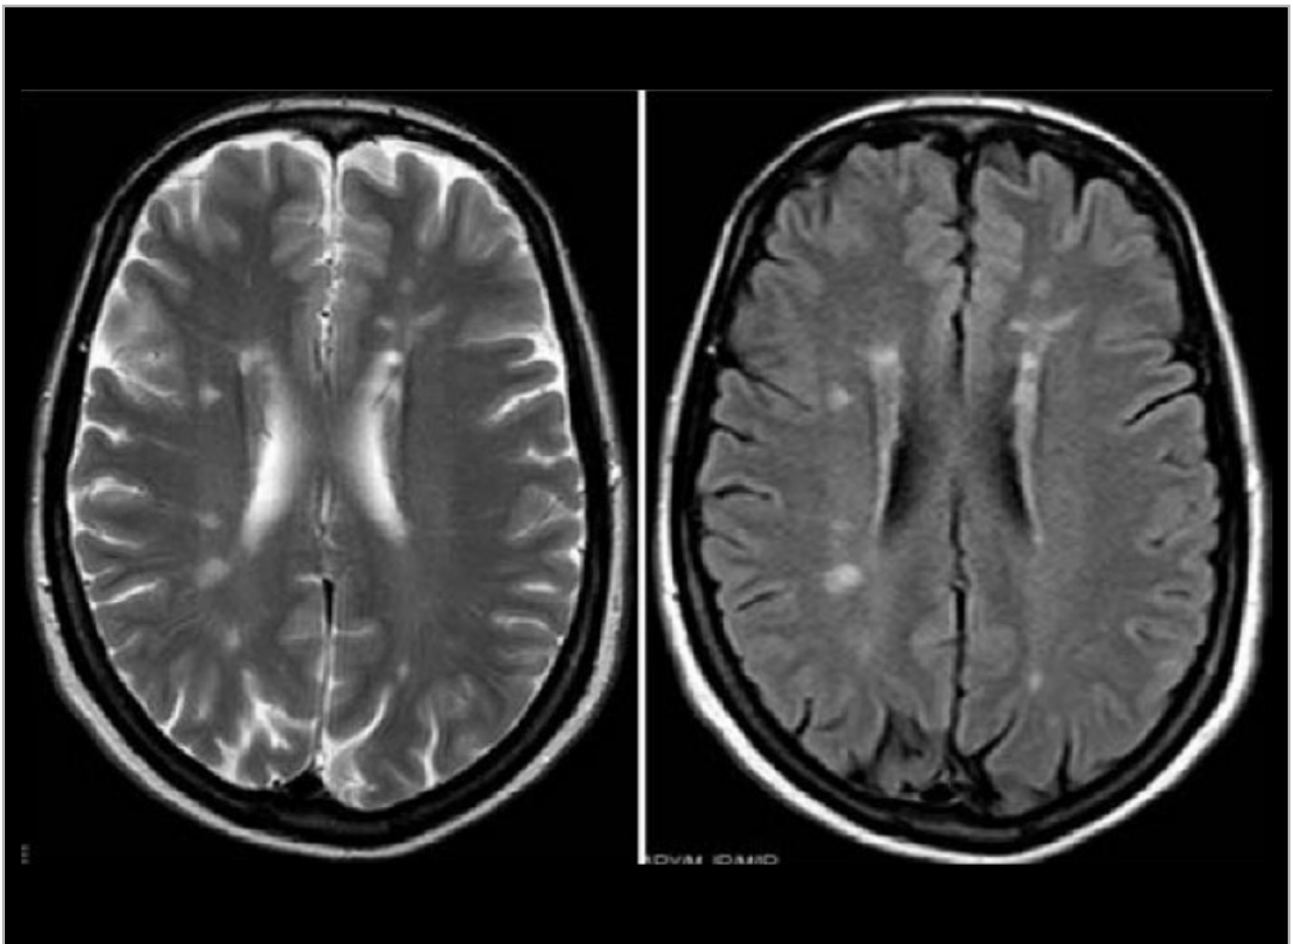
Resonancia magnética.
